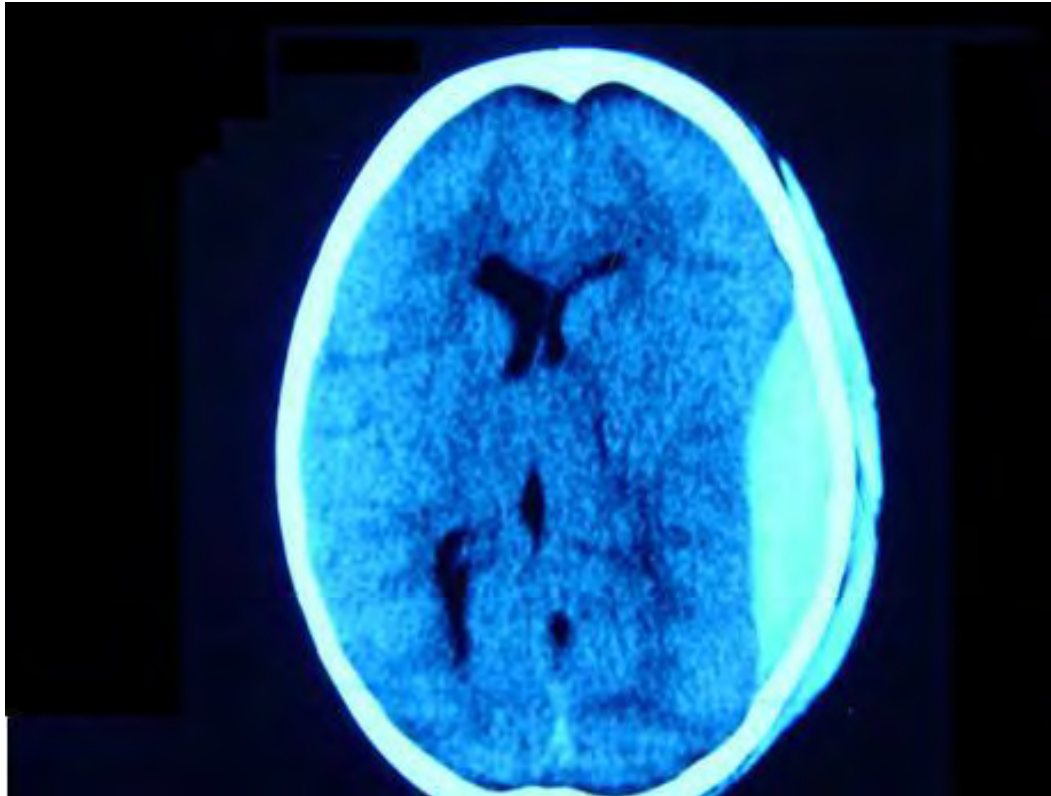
TDM en coupe axiale montrant un HED temporo-pariétal gauche avec un effet de masse assez important [29].
